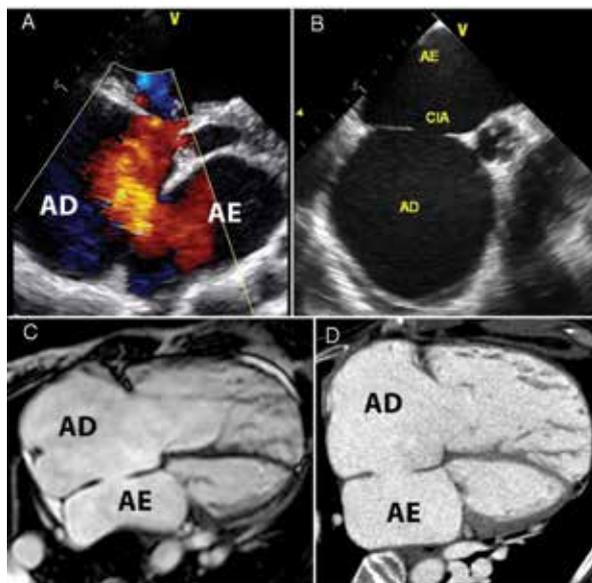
Paciente de 59 anos, ampla comunicação interatrial (CIA) septum secundum e drenagem venosa anômala pulmonar parcial, evolução tardia com acentuada dilatação de câmaras cardíacas. Imagens da CIA, comparação entre Eco transtorácico (A, mapeamento Doppler em cores), Eco transesofágico (B), RM (C) e TC (D).
